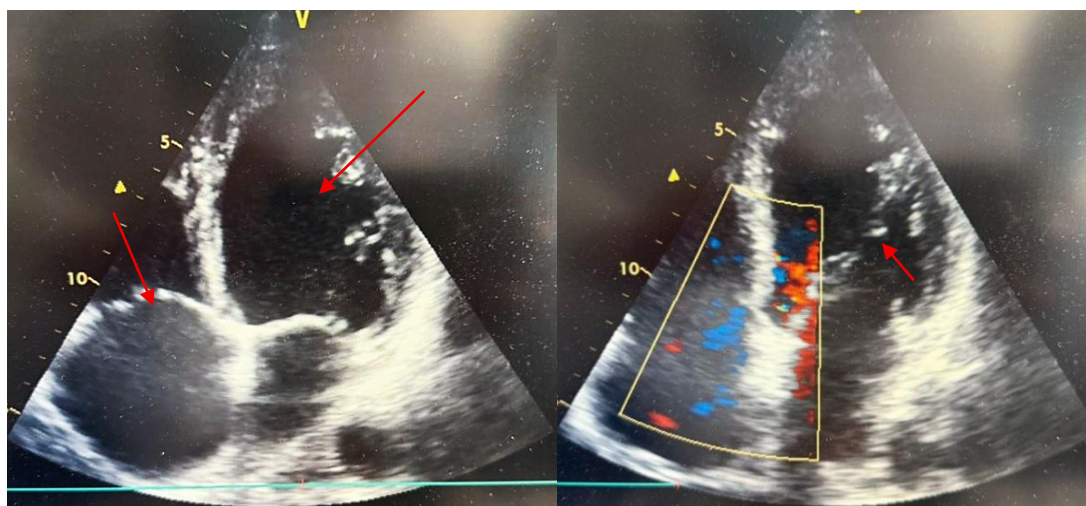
Эхокардиографическая картина миокардита у пациента А., 38 лет. Увеличение полости левого желудочка и митральная регургитация
